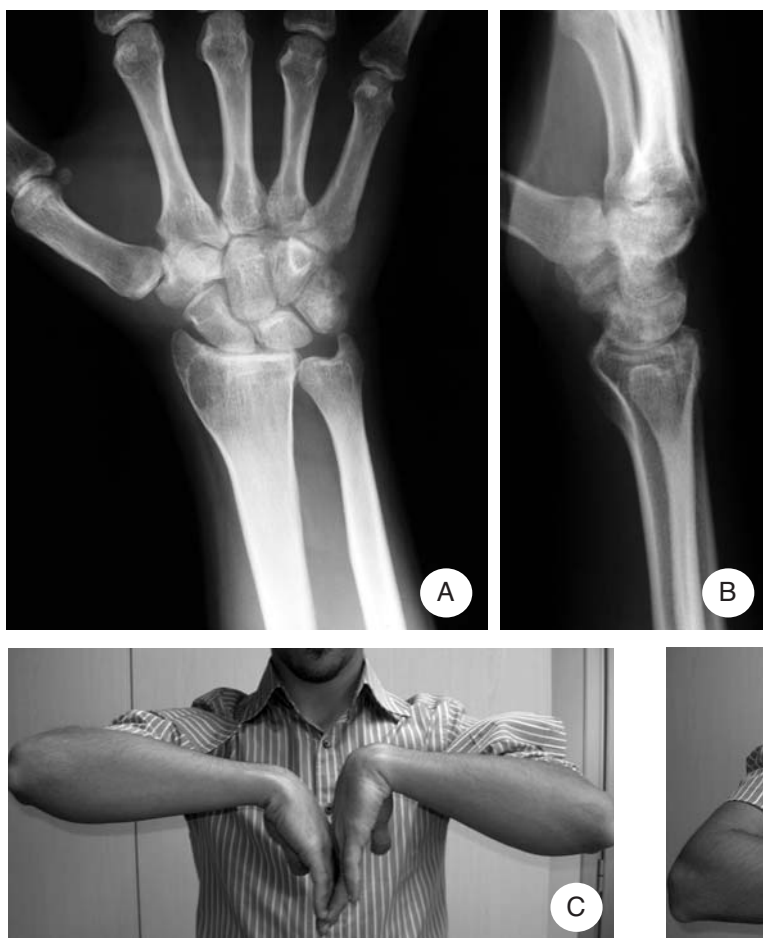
A, B) Radiografie a 22 mesi dal trauma; C, D) controllo clinico a 22 mesi dal trauma.
